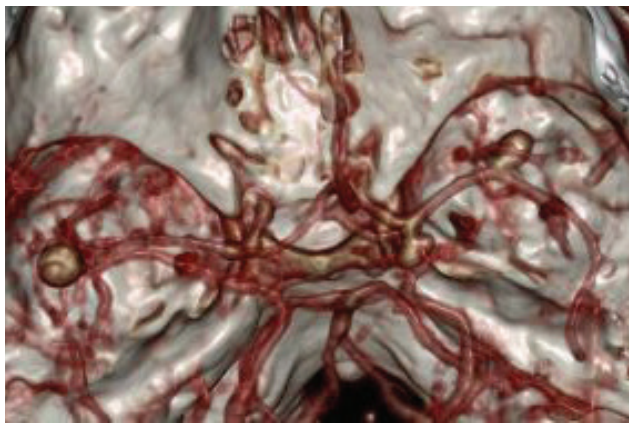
Пацієнт В., 49 років. КТ-ангіографія. Множинні АА супракліноїдного відділу лівої ВСА, М1-відділів правої та лівої СМА
